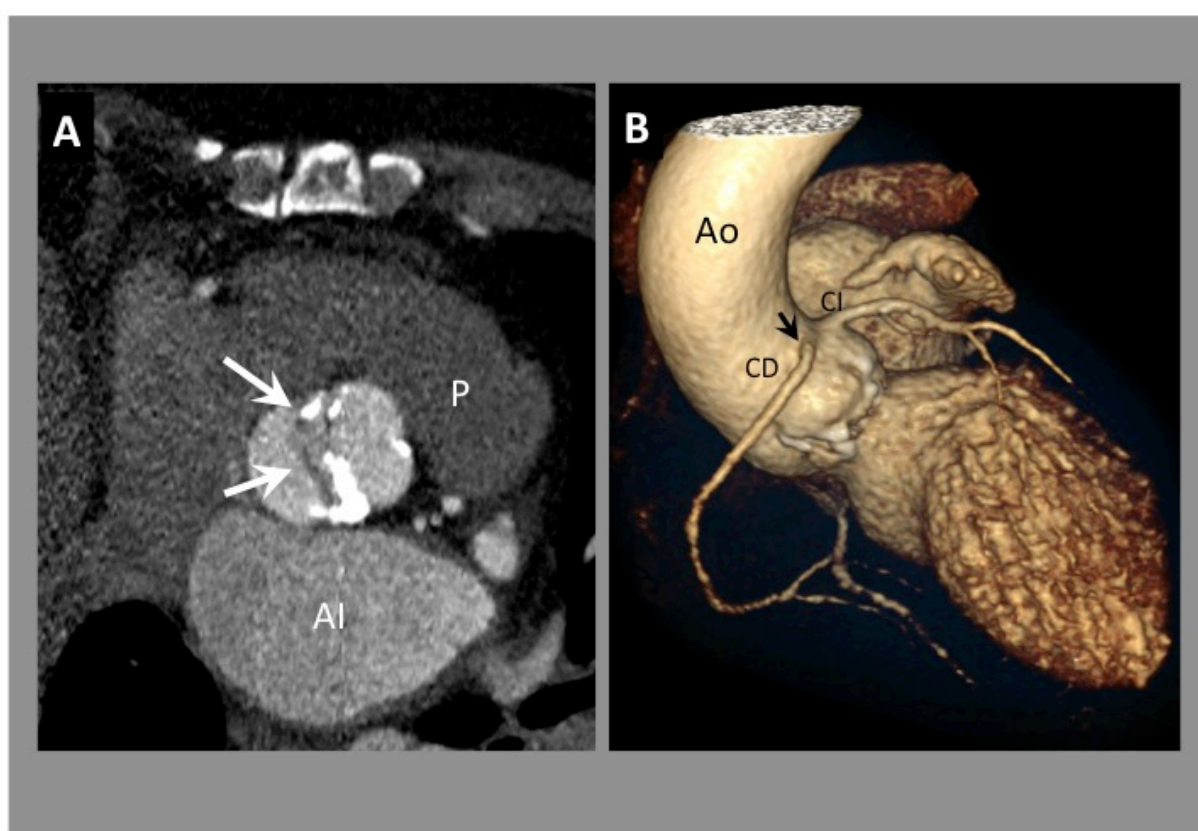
Angio TAC en paciente con ACAOS y válvula aórtica bicúspide (caso 24). A.- Plano axial modificado. Se observa la válvula aórtica que es bicúspide, con apertura “en boca de pez” (flechas) y con calcificación de velos valvulares. B.- Reconstrucción 3D. La flecha señala el origen anómalo de CD desde Seno de Valsalva Izquierdo (ARCA). Ao: Aorta. P: Arteria pulmonar CD: Coronaria derecha. CI: coronaria izquierda. AI: Aurícula izquierda.
